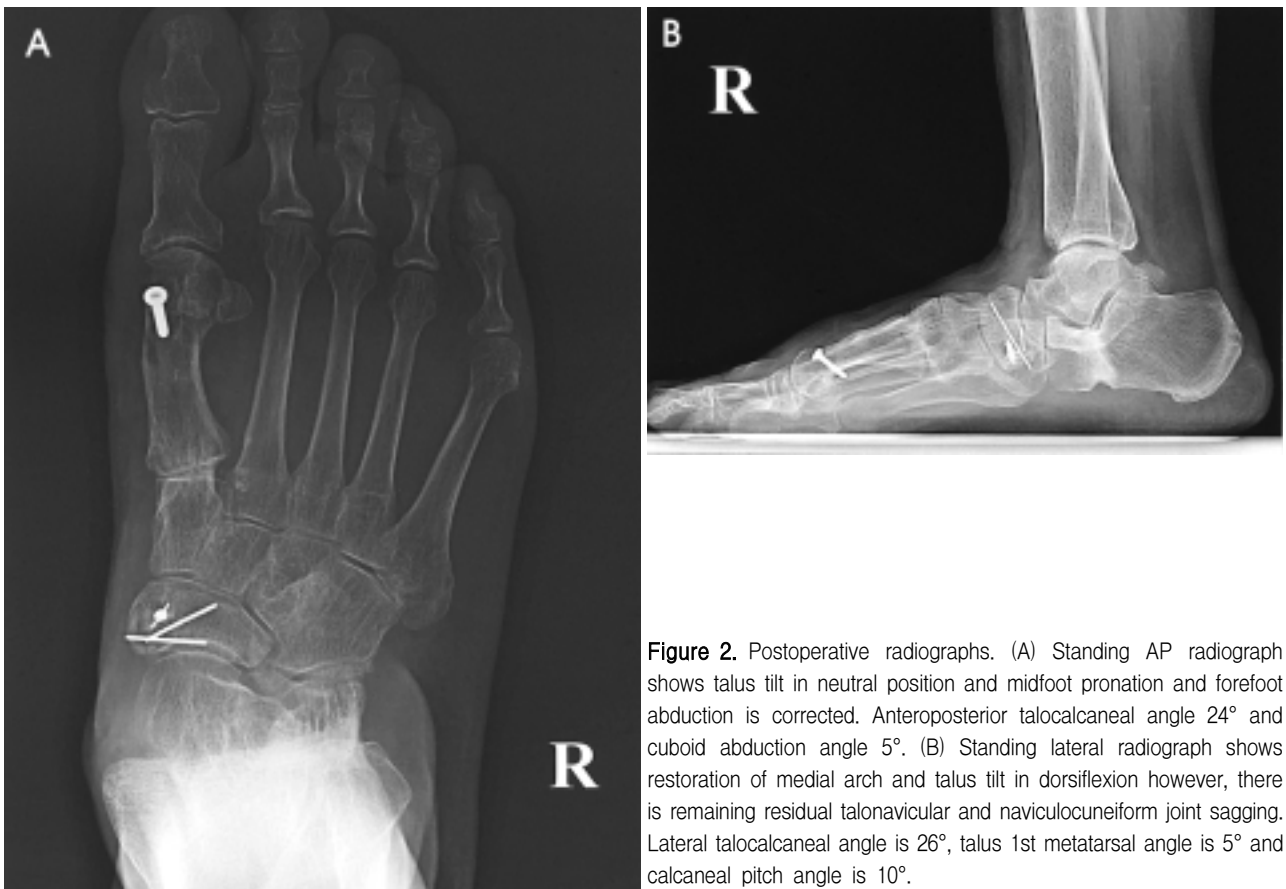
Postoperative radiographs. (A) Standing AP radiograph shows talus tilt in neutral position and midfoot pronation and forefoot abduction is corrected. Anteroposterior talocalcaneal angle 24° and cuboid abduction angle 5° . (B) Standing lateral radiograph shows restoration of medial arch and talus tilt in dorsiflexion however, there is remaining residual talonavicular and naviculocuneiform joint sagging. Lateral talocalcaneal angle is 26° , talus 1st metatarsal angle is 5° and calcaneal pitch angle is 10° .
